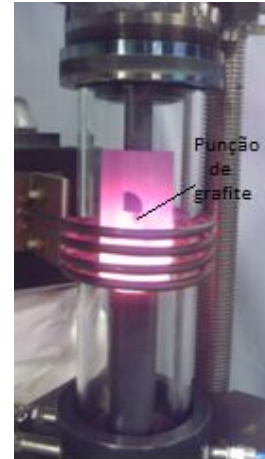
Dispositivo de Hot Pressing do laboratório CT2M, UM, Azurém.
